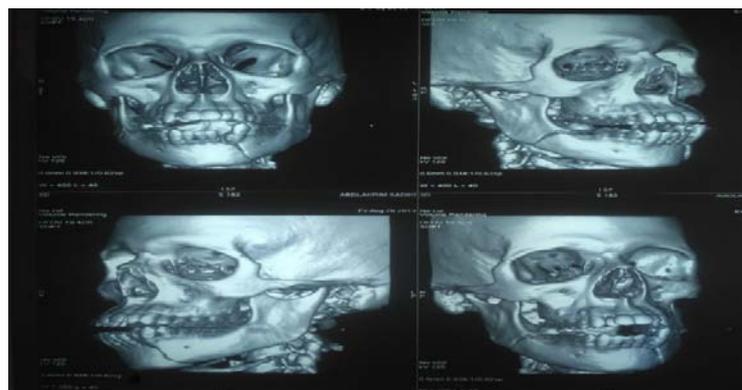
TDM faciale fenêtrée osseuse avec reconstruction 3D : fracture bifocale parasymphysaire gauche et angulaire droite. Iconographie du service de chirurgie maxillo-faciale de l'HMA de marrakech
